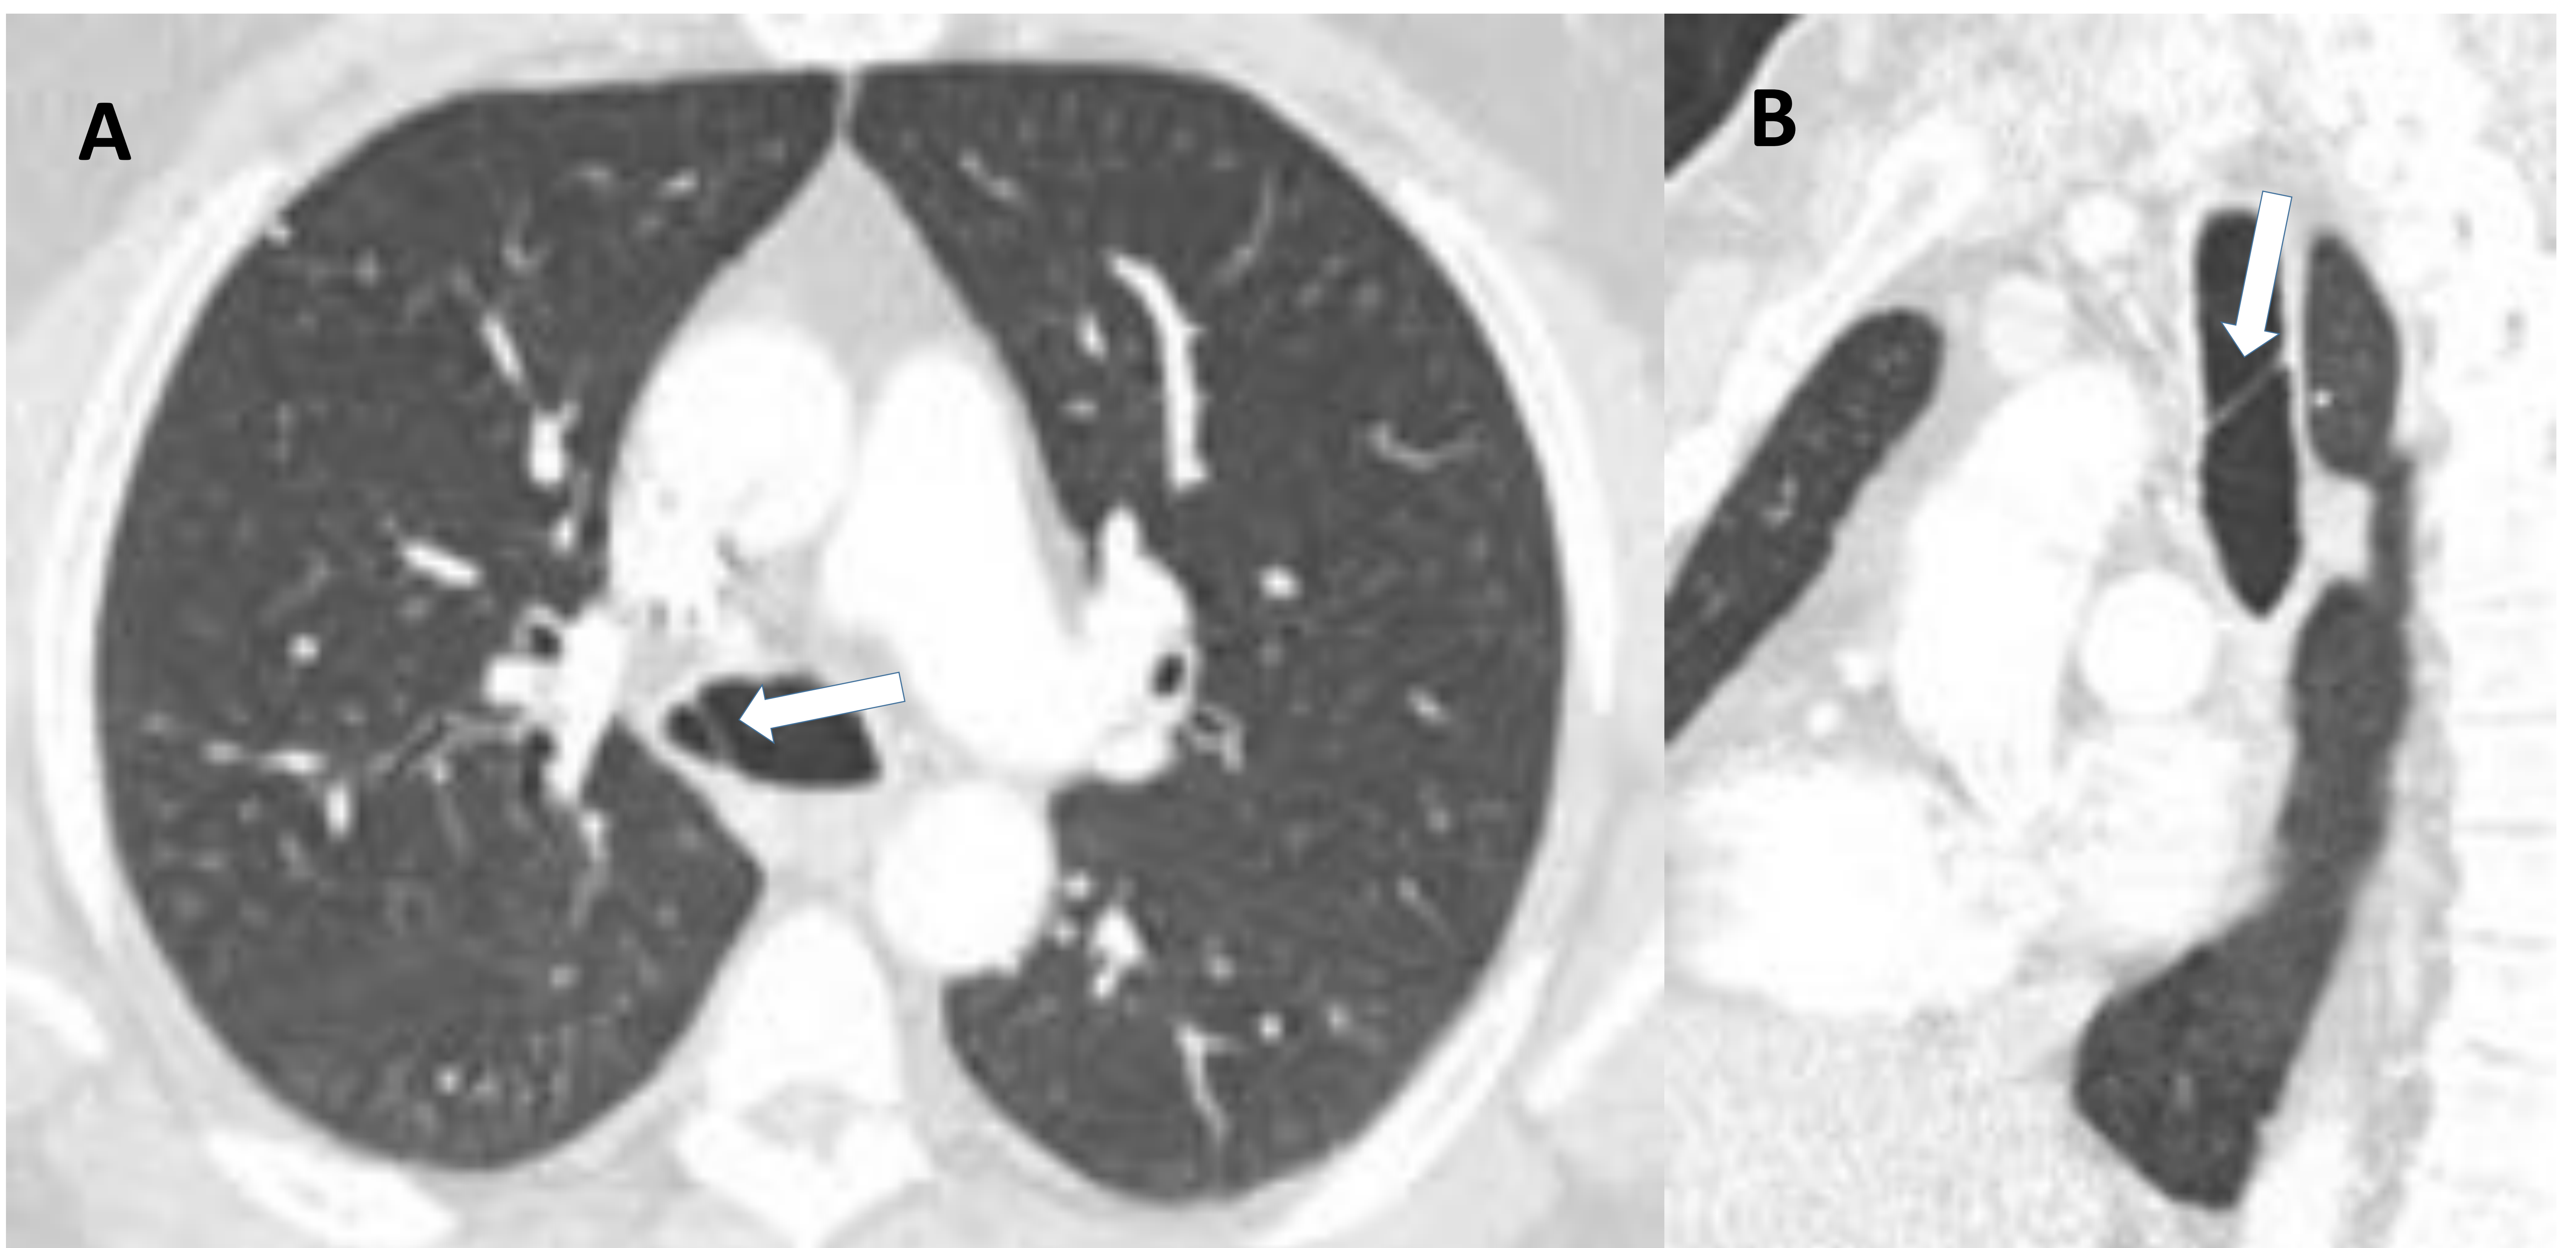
Planos A) axial y B) coronal de TC torácica con CIV y ventana de parénquima. Se observan finas líneas de densidad partes blandas (flechas) cruzando la pared traqueal de lateral a lateral y de anterior a posterior que podrían interpretarse como membranas traqueales. Este paciente presentó una broncoscopia normal.
